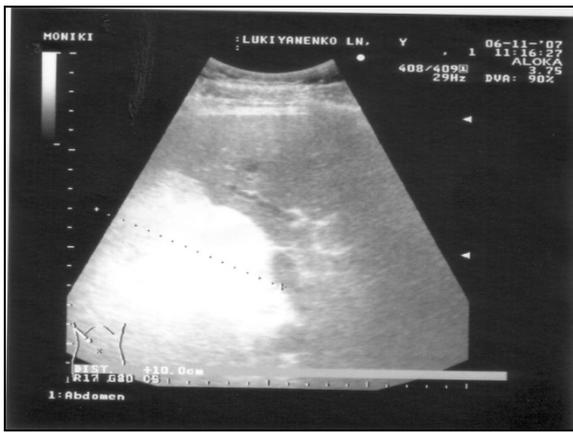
УЗИ миелойлипомы правого надпочечника (размер – 10см в диаметре). Гиперэхогенная опухоль, состоящая из 2 узлов, смещающая почку и частично сдавливающая нижнюю полую вену.
